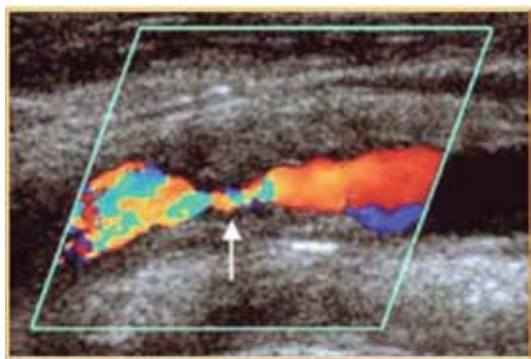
Ecodoppler de placa carotídea.
